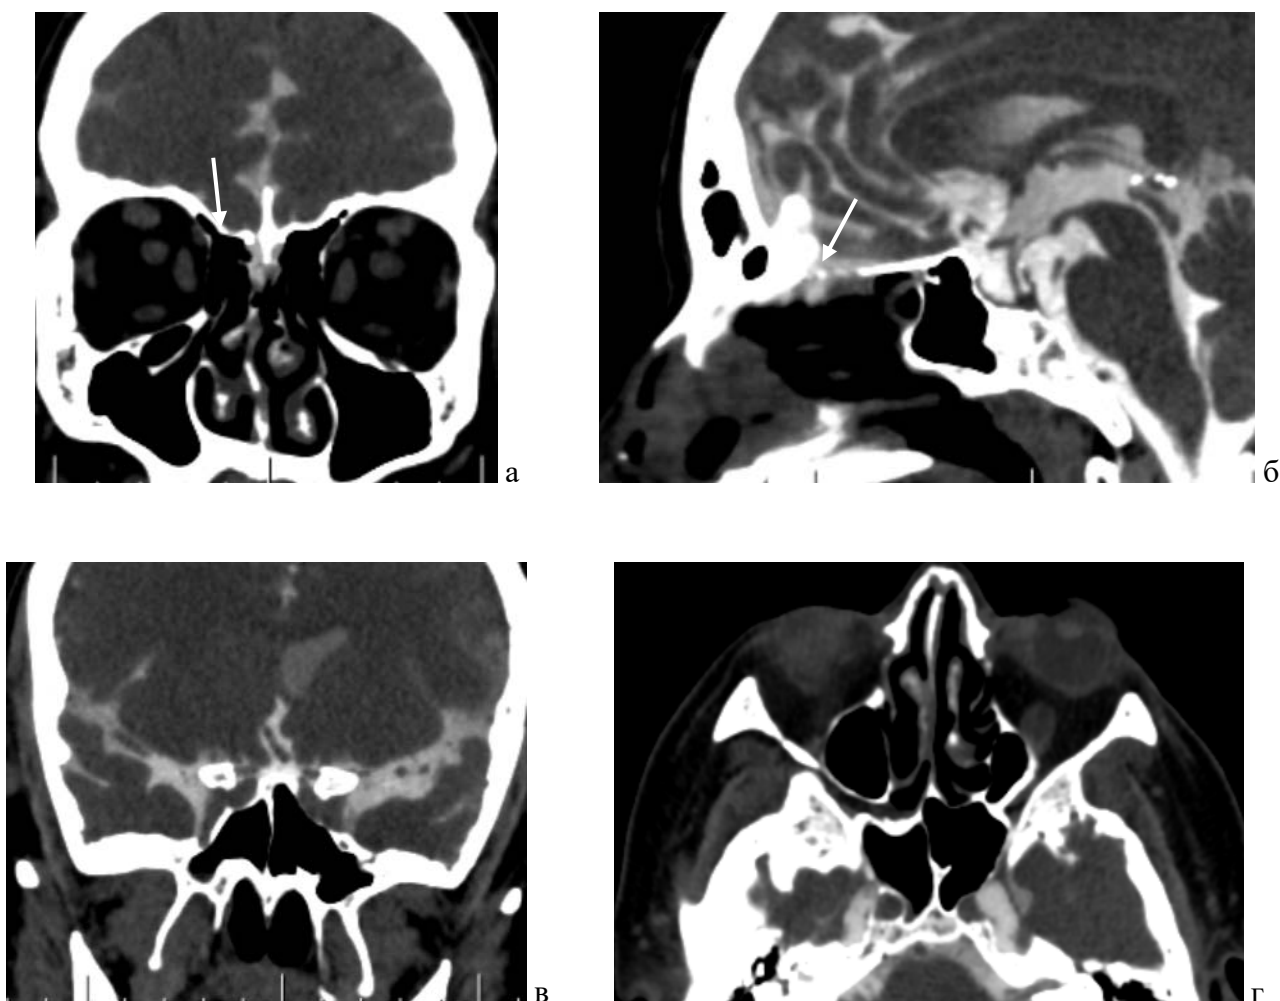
КТ-цистернография: а - фронтальная проекция, дефект решетчатой пластинки справа (отмечен стрелкой), затекание контраста в полость носа из полости черепа; б - сагиттальная проекция, дефект в области передних отделов решетчатой пластинки справа (отмечен стрелкой); в - фронтальная; г - аксиальная проекции, двусторонние латеральные карманы с нейро-сосудистой протрузией, без признаков затекания контраста
